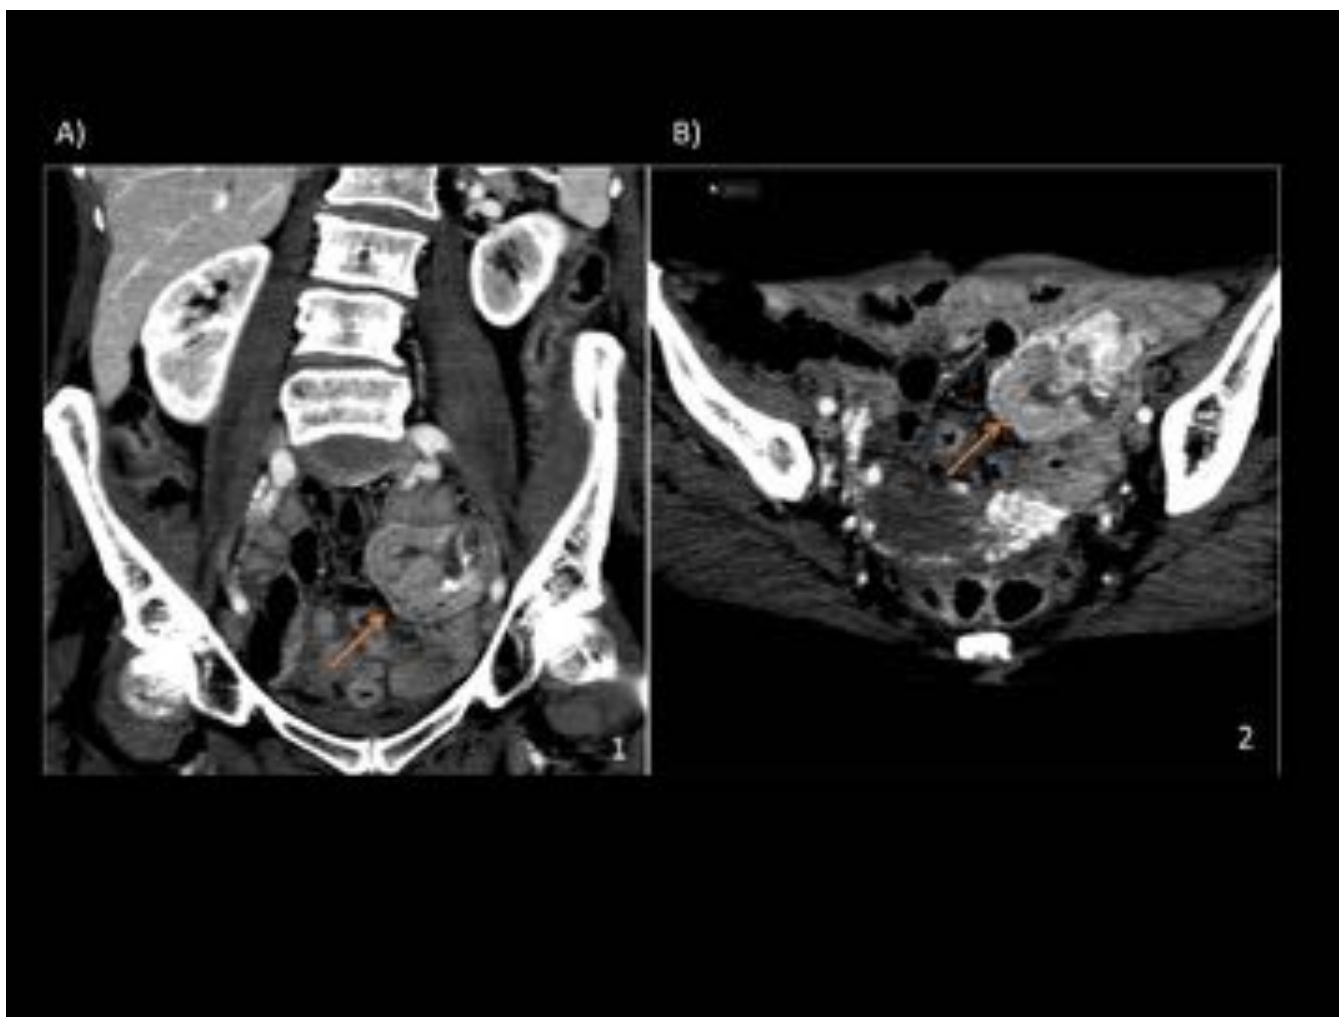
Paciente con anemia crónica. Cortes coronales y axiales de TC con contraste muestran una lesión pseudonodular en FII heterogénea, abigarrada, con realce heterogéneo de contraste y un foco de calcificación grosera. El paciente fue a cirugía y la lesión fue un tumor de GIST.
